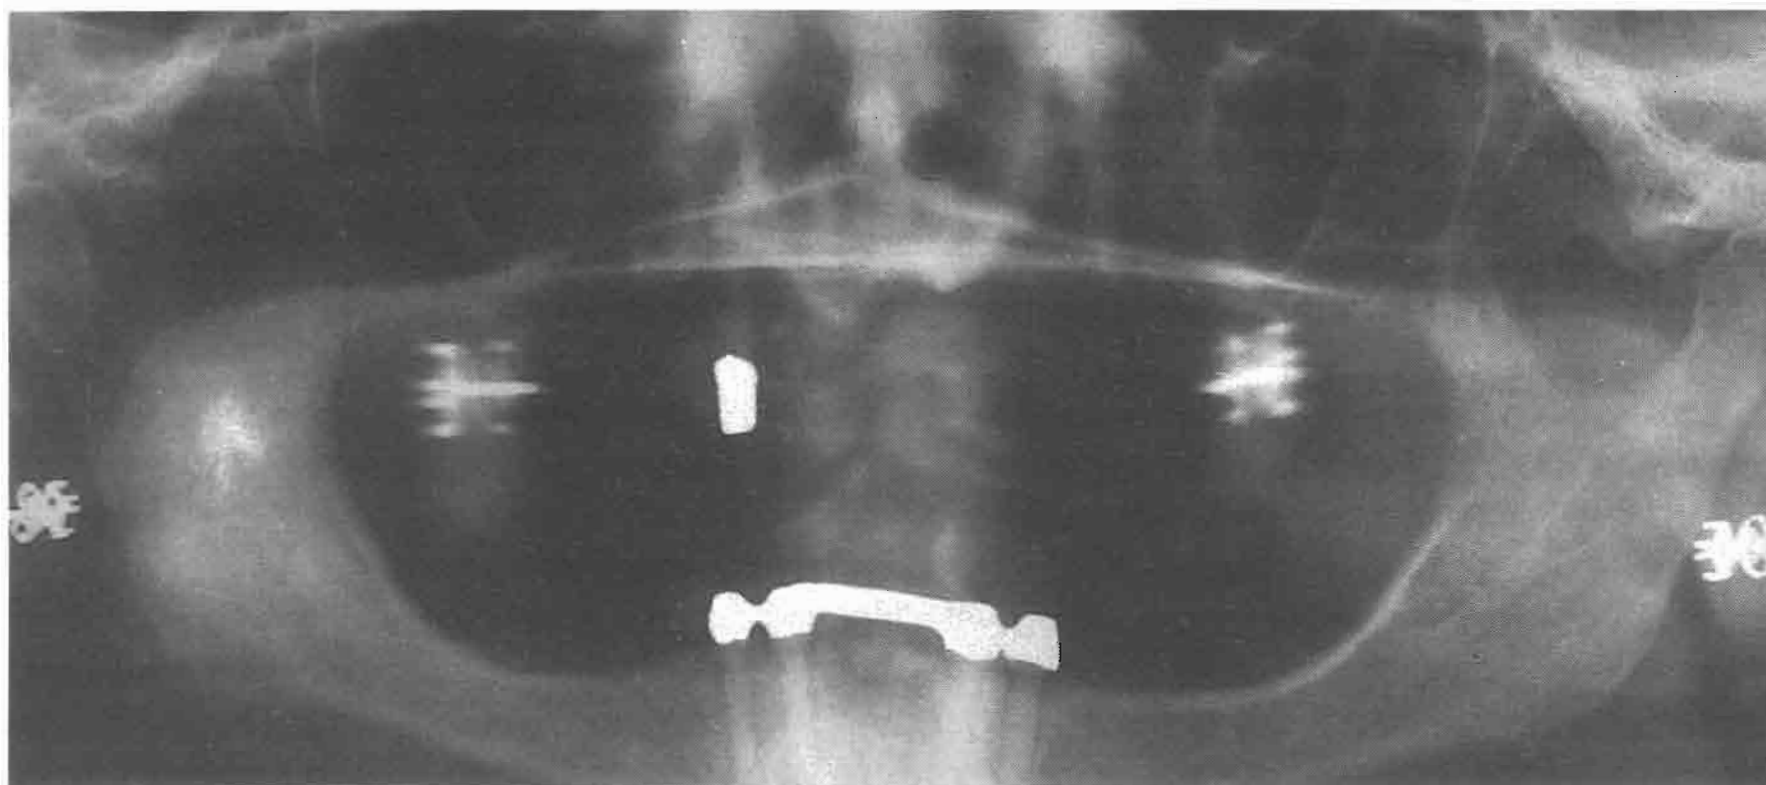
Einphasige BioloX-Schrauben 8 Jahre nach Insertion. Man beachte die röntgenologisch unterschiedliche Inkorporationsform (vgl. Abb. 12 bis 14)
